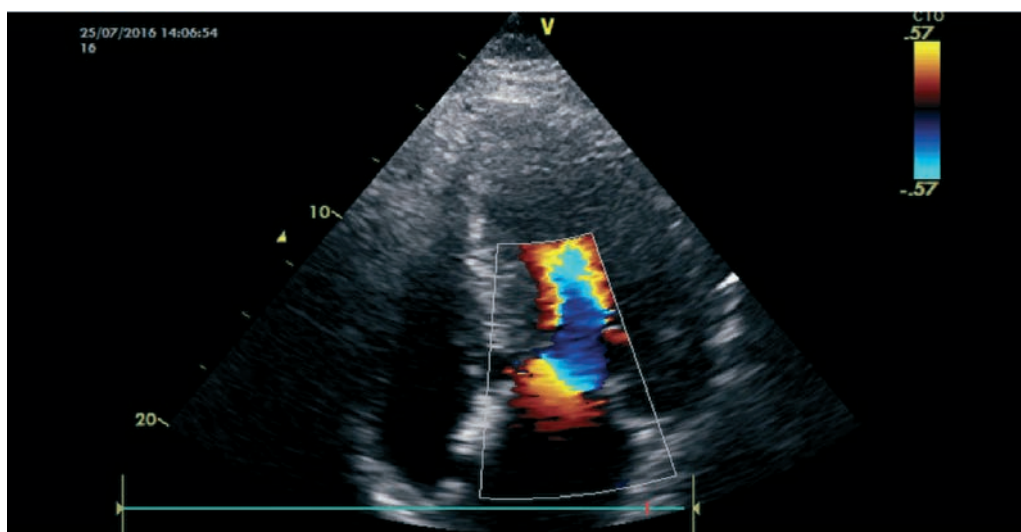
Ecocardiografie 2D + Doppler Color.
